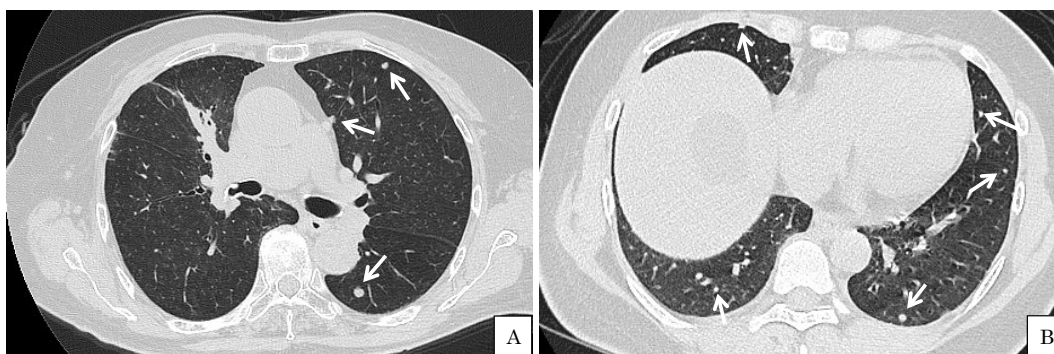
Recurrence was detected in Cases 1 and 3 on CT after radiation therapy. A: Left lung metastasis in Case 1 (white arrows). B: Bilateral lung metastasis in Case 3 (white arrows).
